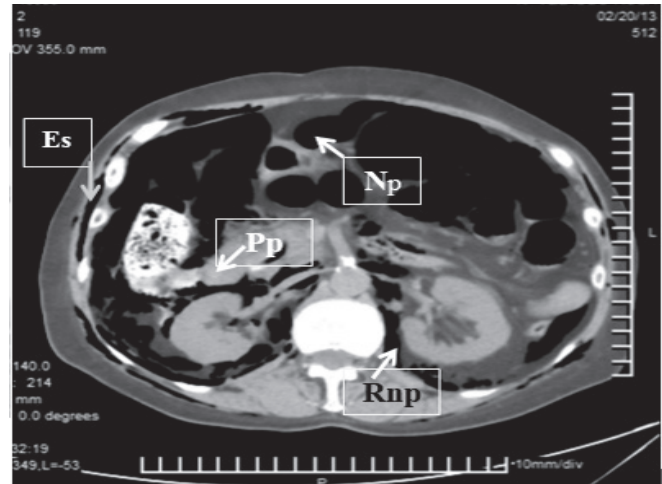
Tomografía de abdomen, se observa, enfisema subcutáneo (Es) plastrón periduodenal (Pp), pneumoperitoneo (Np) y retroneumoperitoneo (Rnp).
